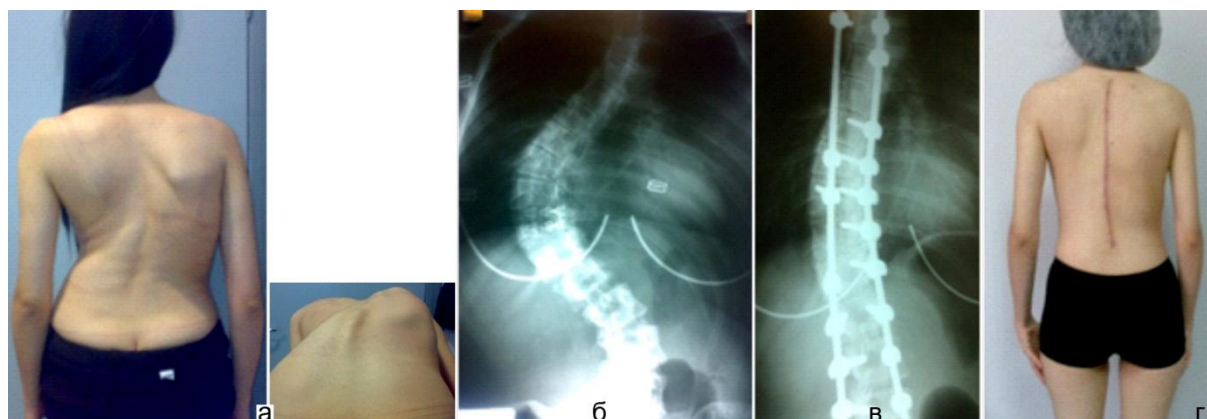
Больная L., 25 лет: а – внешний вид до лечения; рентгенограммы грудно-поясничного отдела позвоночника: б – до лечения; в – после устранения деформации; г – внешний вид больной после операции
